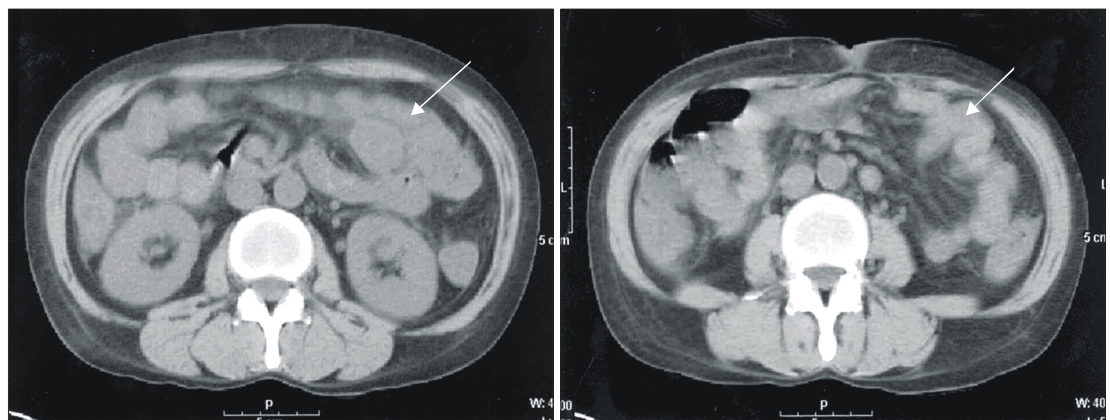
Abdomen-pelvic CT scan showed diffuse colonic wall edema and small amount of ascites but no evidence of panperitonitis or intestinal obstruction.
